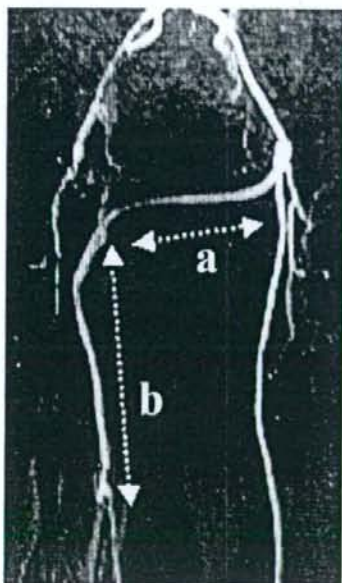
Magnetic resonance imaging angiography reveals femoro-femoral (a) and right femoropopliteal (b) bypass grafts.
